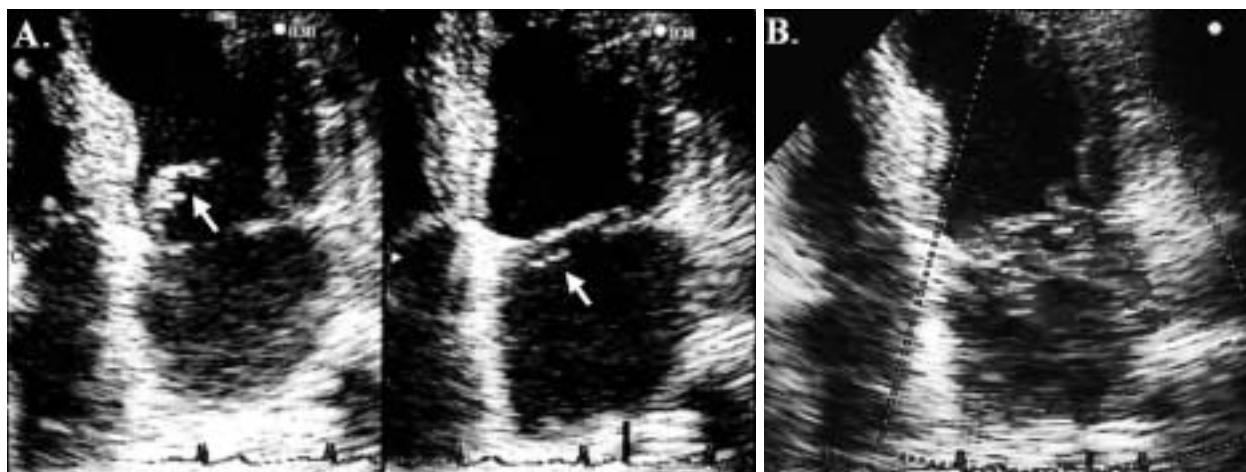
Transthoracic echocardiograms
